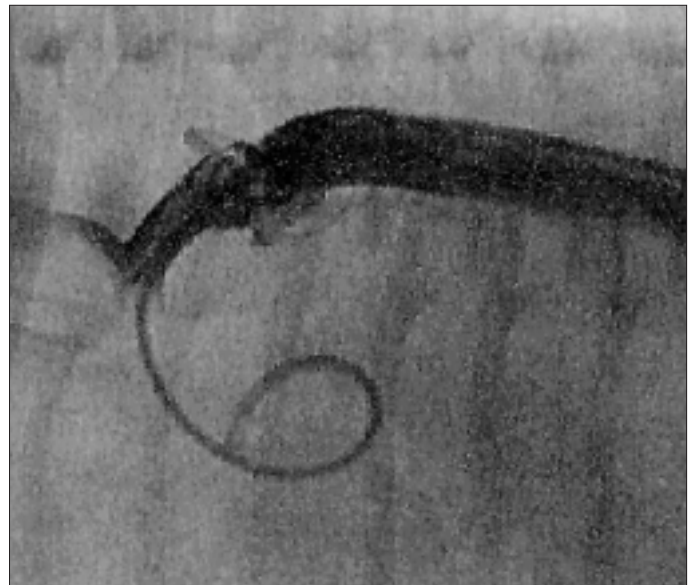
Aort anjiyografisinde jukstaduktal bölgede aort koarktasyonu
